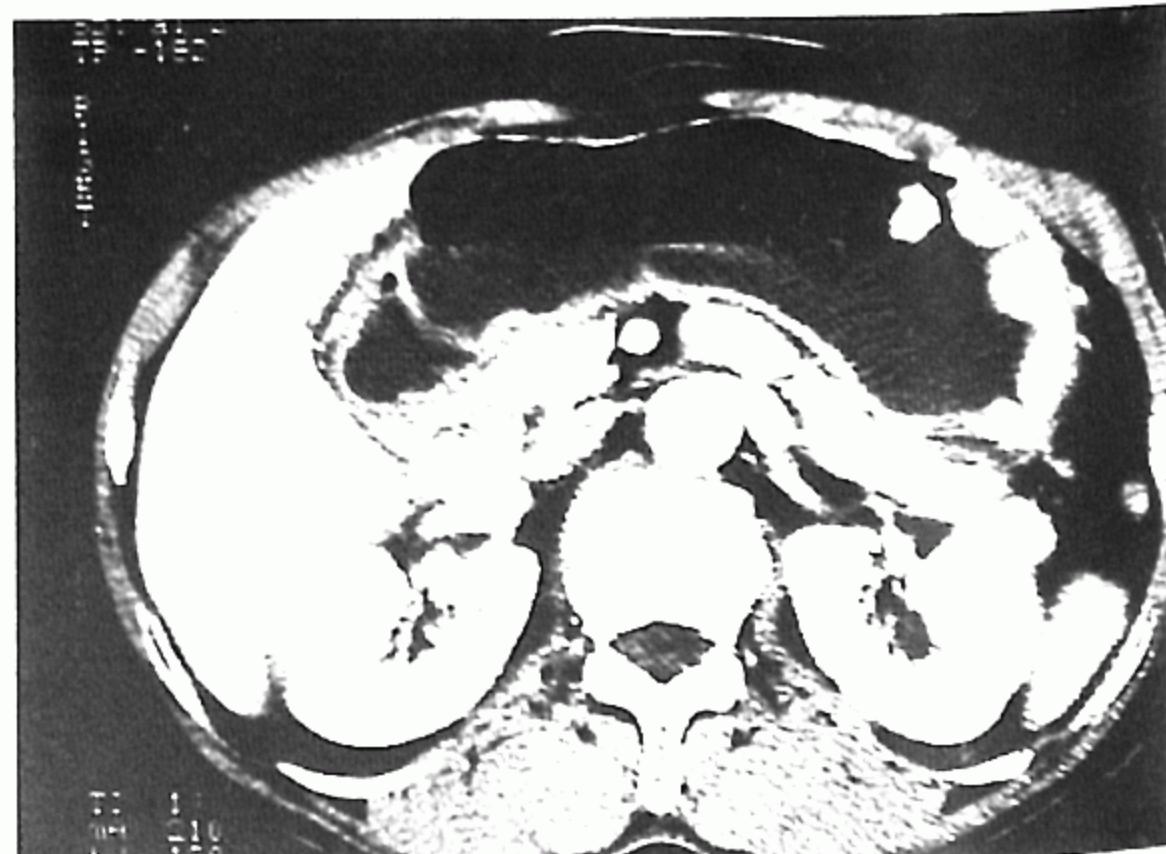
Abdomen CT shows marked nodular hypertrophic mucosal folds at antrum and lower body of the stomach.
